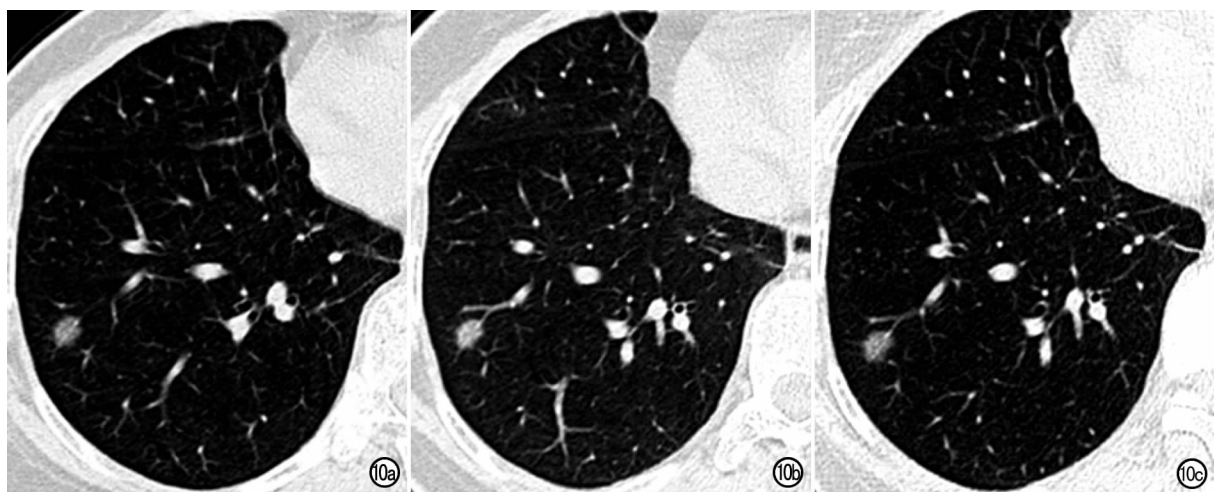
a) 首次 CT 检查示右肺下叶 8.0 mm×6.0 mm 非实性结节, 归为 3 级; b) 1 年后随访检查示结节无明显变化, 归为 3 级; c) 6 年后复查示结节无明显变化, 归为 2 级。
